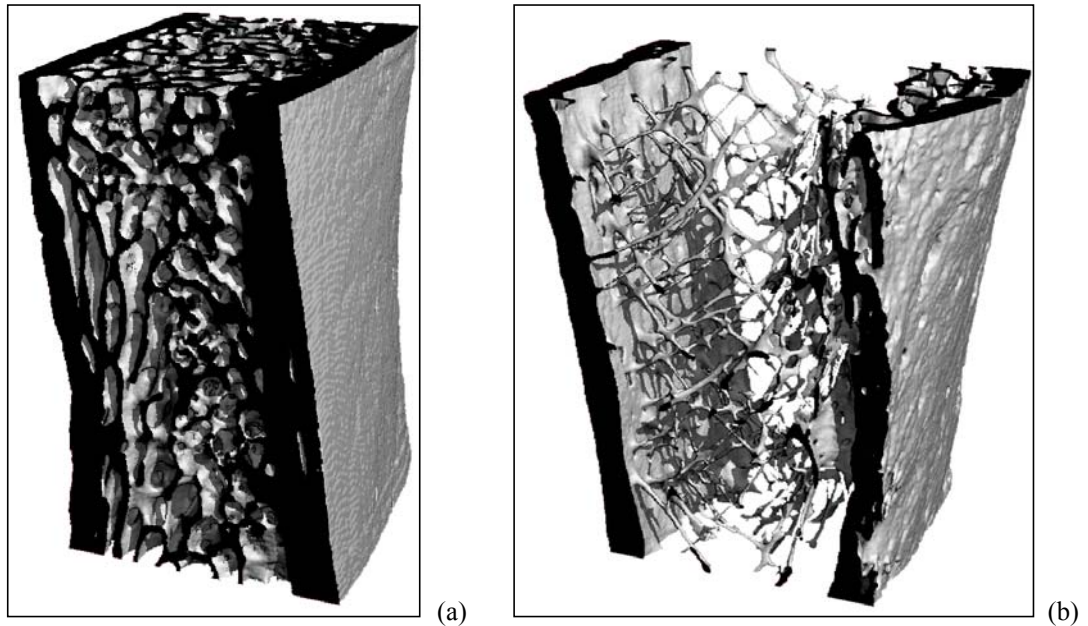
3D-Mikro-CT Darstellung von gesundem (a) und osteoporotischem Knochen (b)
